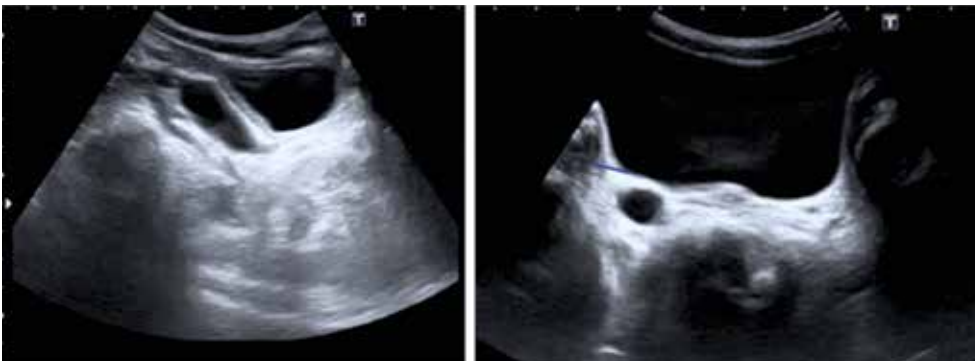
Ecografía. Uréter dilatado. Imagen retrovesical (izquierda). Imagen antero posterior (derecha).
